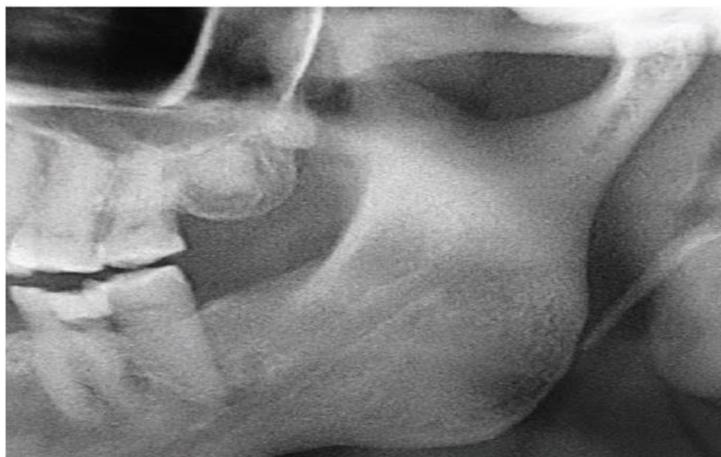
Radiographie panoramique révélant la déminéralisation des structures osseuses maxillo-faciales, résultant en une diminution de la densité des maxillaires. [10]
